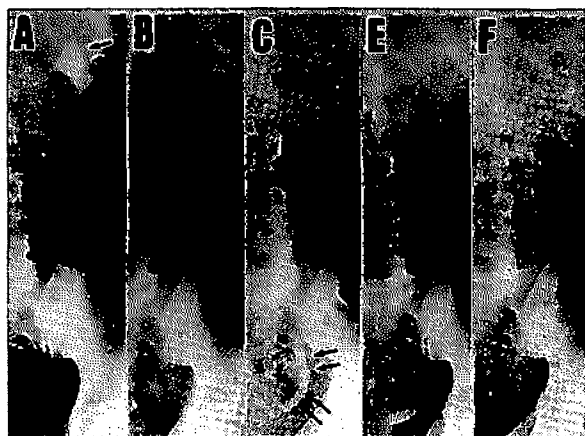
X-ray films of a clinical case (46 y. o. male) with microexplosive ESWL. A, pre-treatment. Partial staghorn calculus is shown by arrows, B, 1 day after 240 microexplosions. The stone is disintegrated satisfactorily, and the fragmented stones flow into the upper ureter, C, 1 week after mESWL. The most stones had passed spontaneously, but a part of the pulverized stones still remains in the lower ureter as a steinstrasse, D, 12 days after mESWL. The steinstrasse becomes shorter, then all has passed 2 weeks after mESWL (D).
